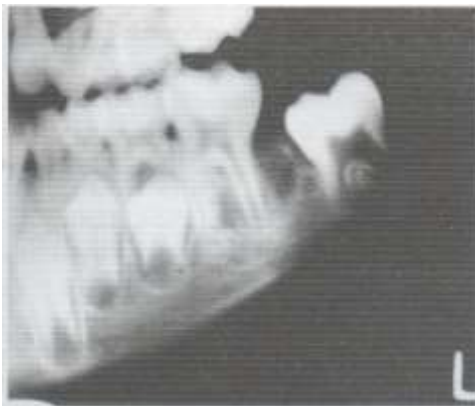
Kista radikular yang tidak terdeteksi yang gigi penyebabnya telah diekstraksi pada radiografi panoramik.
